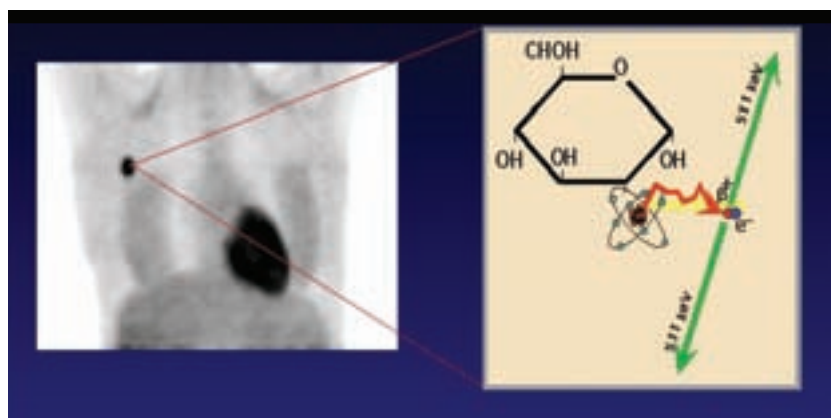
23-årig kvinna med bröstcancer (liten intensivt svart FDG-upptag i vä. axill). Det stora mörka området till höger är hjärtat som också är en stor glukoskonsument. Bilden till höger visar hur en ^{18}F -atom sönderfaller genom att sända ut en positron (elektronens antipartikel). Positronen existerar endast under bråkdelen av en mikrosekund innan den träffar på en elektron och båda annihileras (förintas). Deras respektive massor omvandlas till strålningsenergi i form av två motriktade fotoner med vardera 511 keV energi - i enlighet med Einsteins berömda formel $E=mc^2$.
